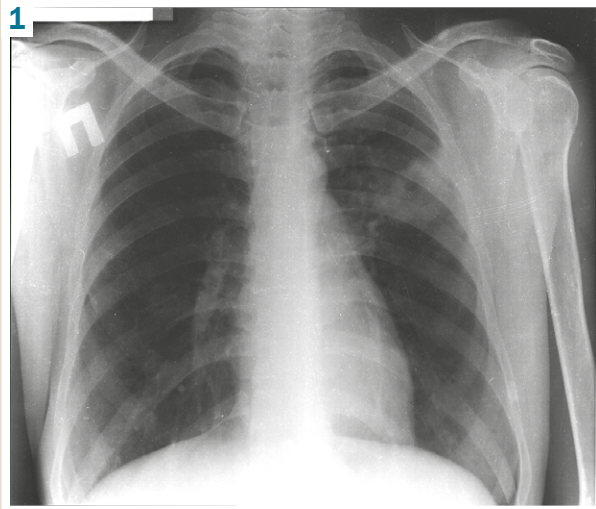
Chest X-ray from 24.03.2020: There are an area of infiltration of a heterogeneous structure due to destructions from 1.5 cm to 2.0 cm in diameter and foci around it in S_{1+2} of the left lung. A wide path to the hilum. There are single foci in S_6 of the right lung.
